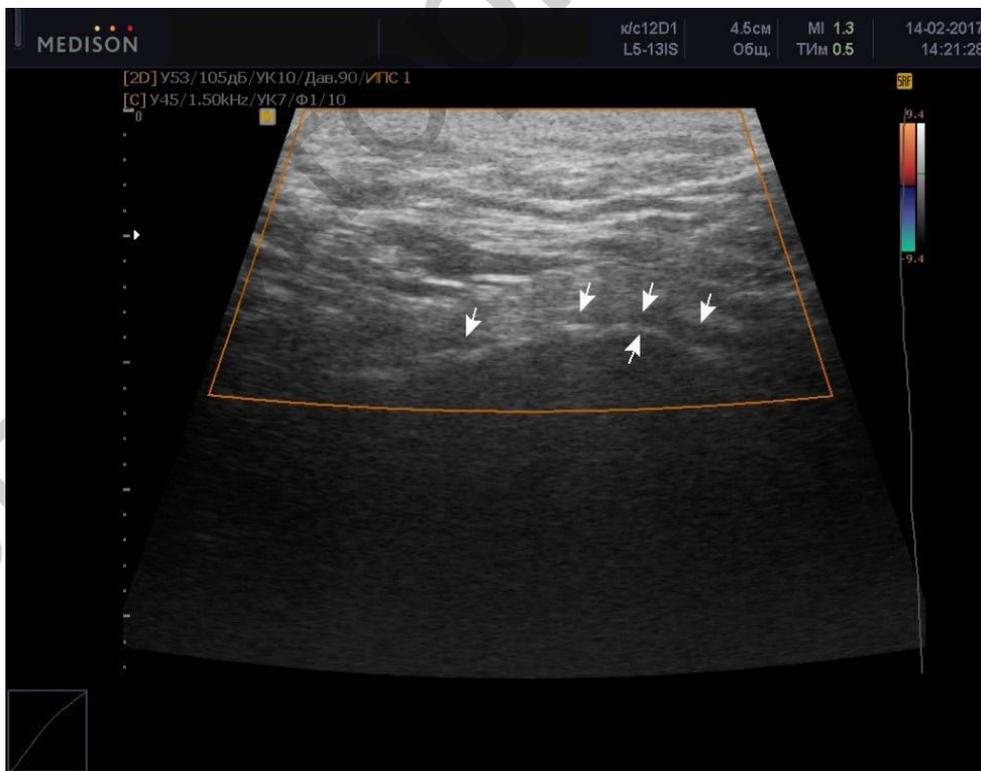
Эхограмма экстратазового отдела ВПА при трансперинеальном УЗИ с признаками окклюзии артерии;
